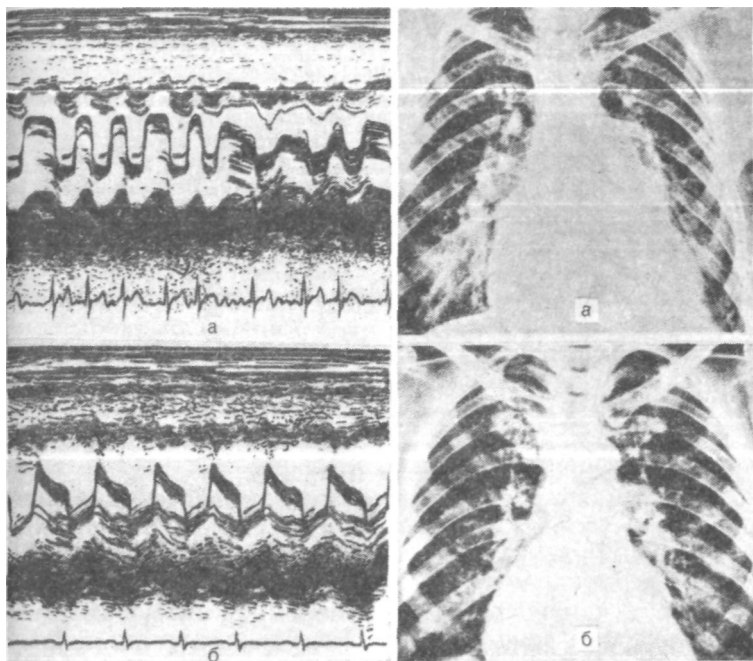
Эхокардиограмма больной X., 32 лет. Диагноз: ревматический митральный порок I/IV.
